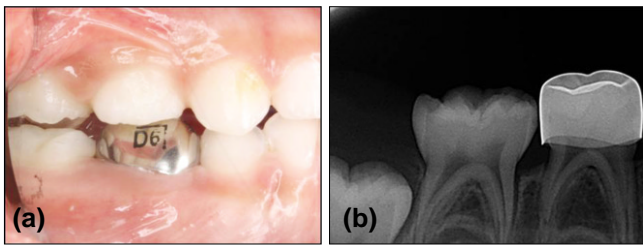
Intraoral view(a) and periapical view(b) just after cementation.
